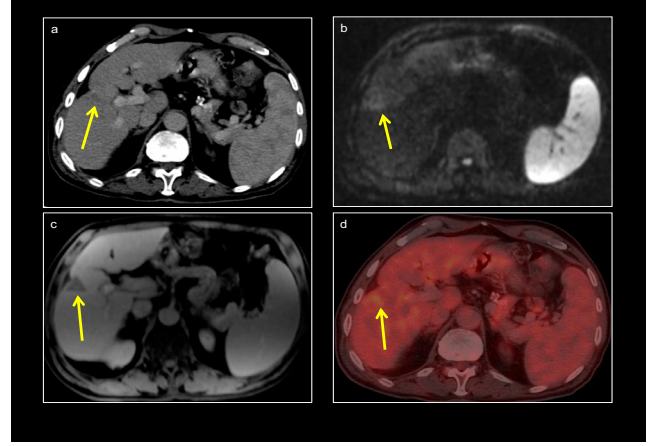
73 y erkek hasta. Kontrastlı BT imajda Karaciğer S 5-8'de 6x9 cm boyutlu hipervasküler HCC tümöral lezyon (a), MR diffüzyon sekansında hiperintens kısıtlaması olan lezyon (b), Portal faz kontrastlı MR sekansında wash-out özelliği gösteren tümöral lezyon (c) ve PET BT'de artmış FDG tutulumu (d) gözlenmektedir.
